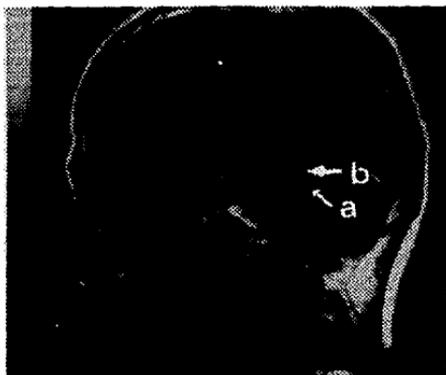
corte sagittal de IRM con gadolinio: flecha (a) muestra quiste dentro del IV ventriculo. Flecha (b) muestra el reforzamiento de las paredes.
